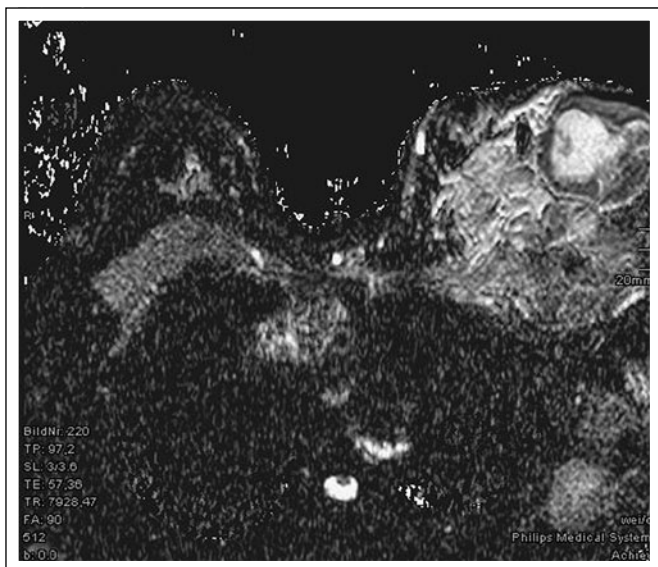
Mamma-MRT nach 2 Zyklen Chemotherapie
